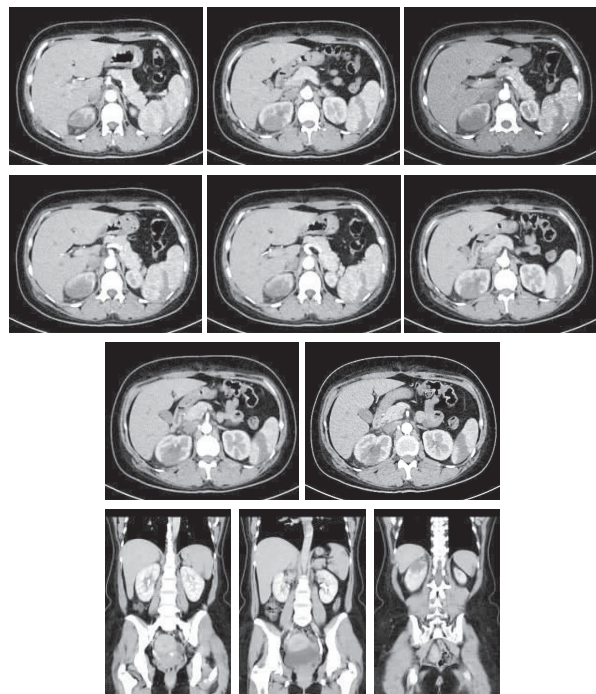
输尿管增强CT示右肾静脉血栓形成,右肾梗死,脾梗死;右侧输尿管上段壁增厚,考虑炎症可能,右肾盂、上段输尿管轻度扩张伴右肾周围渗出性改变,右侧附件区占位;双下肺动脉分支栓塞
